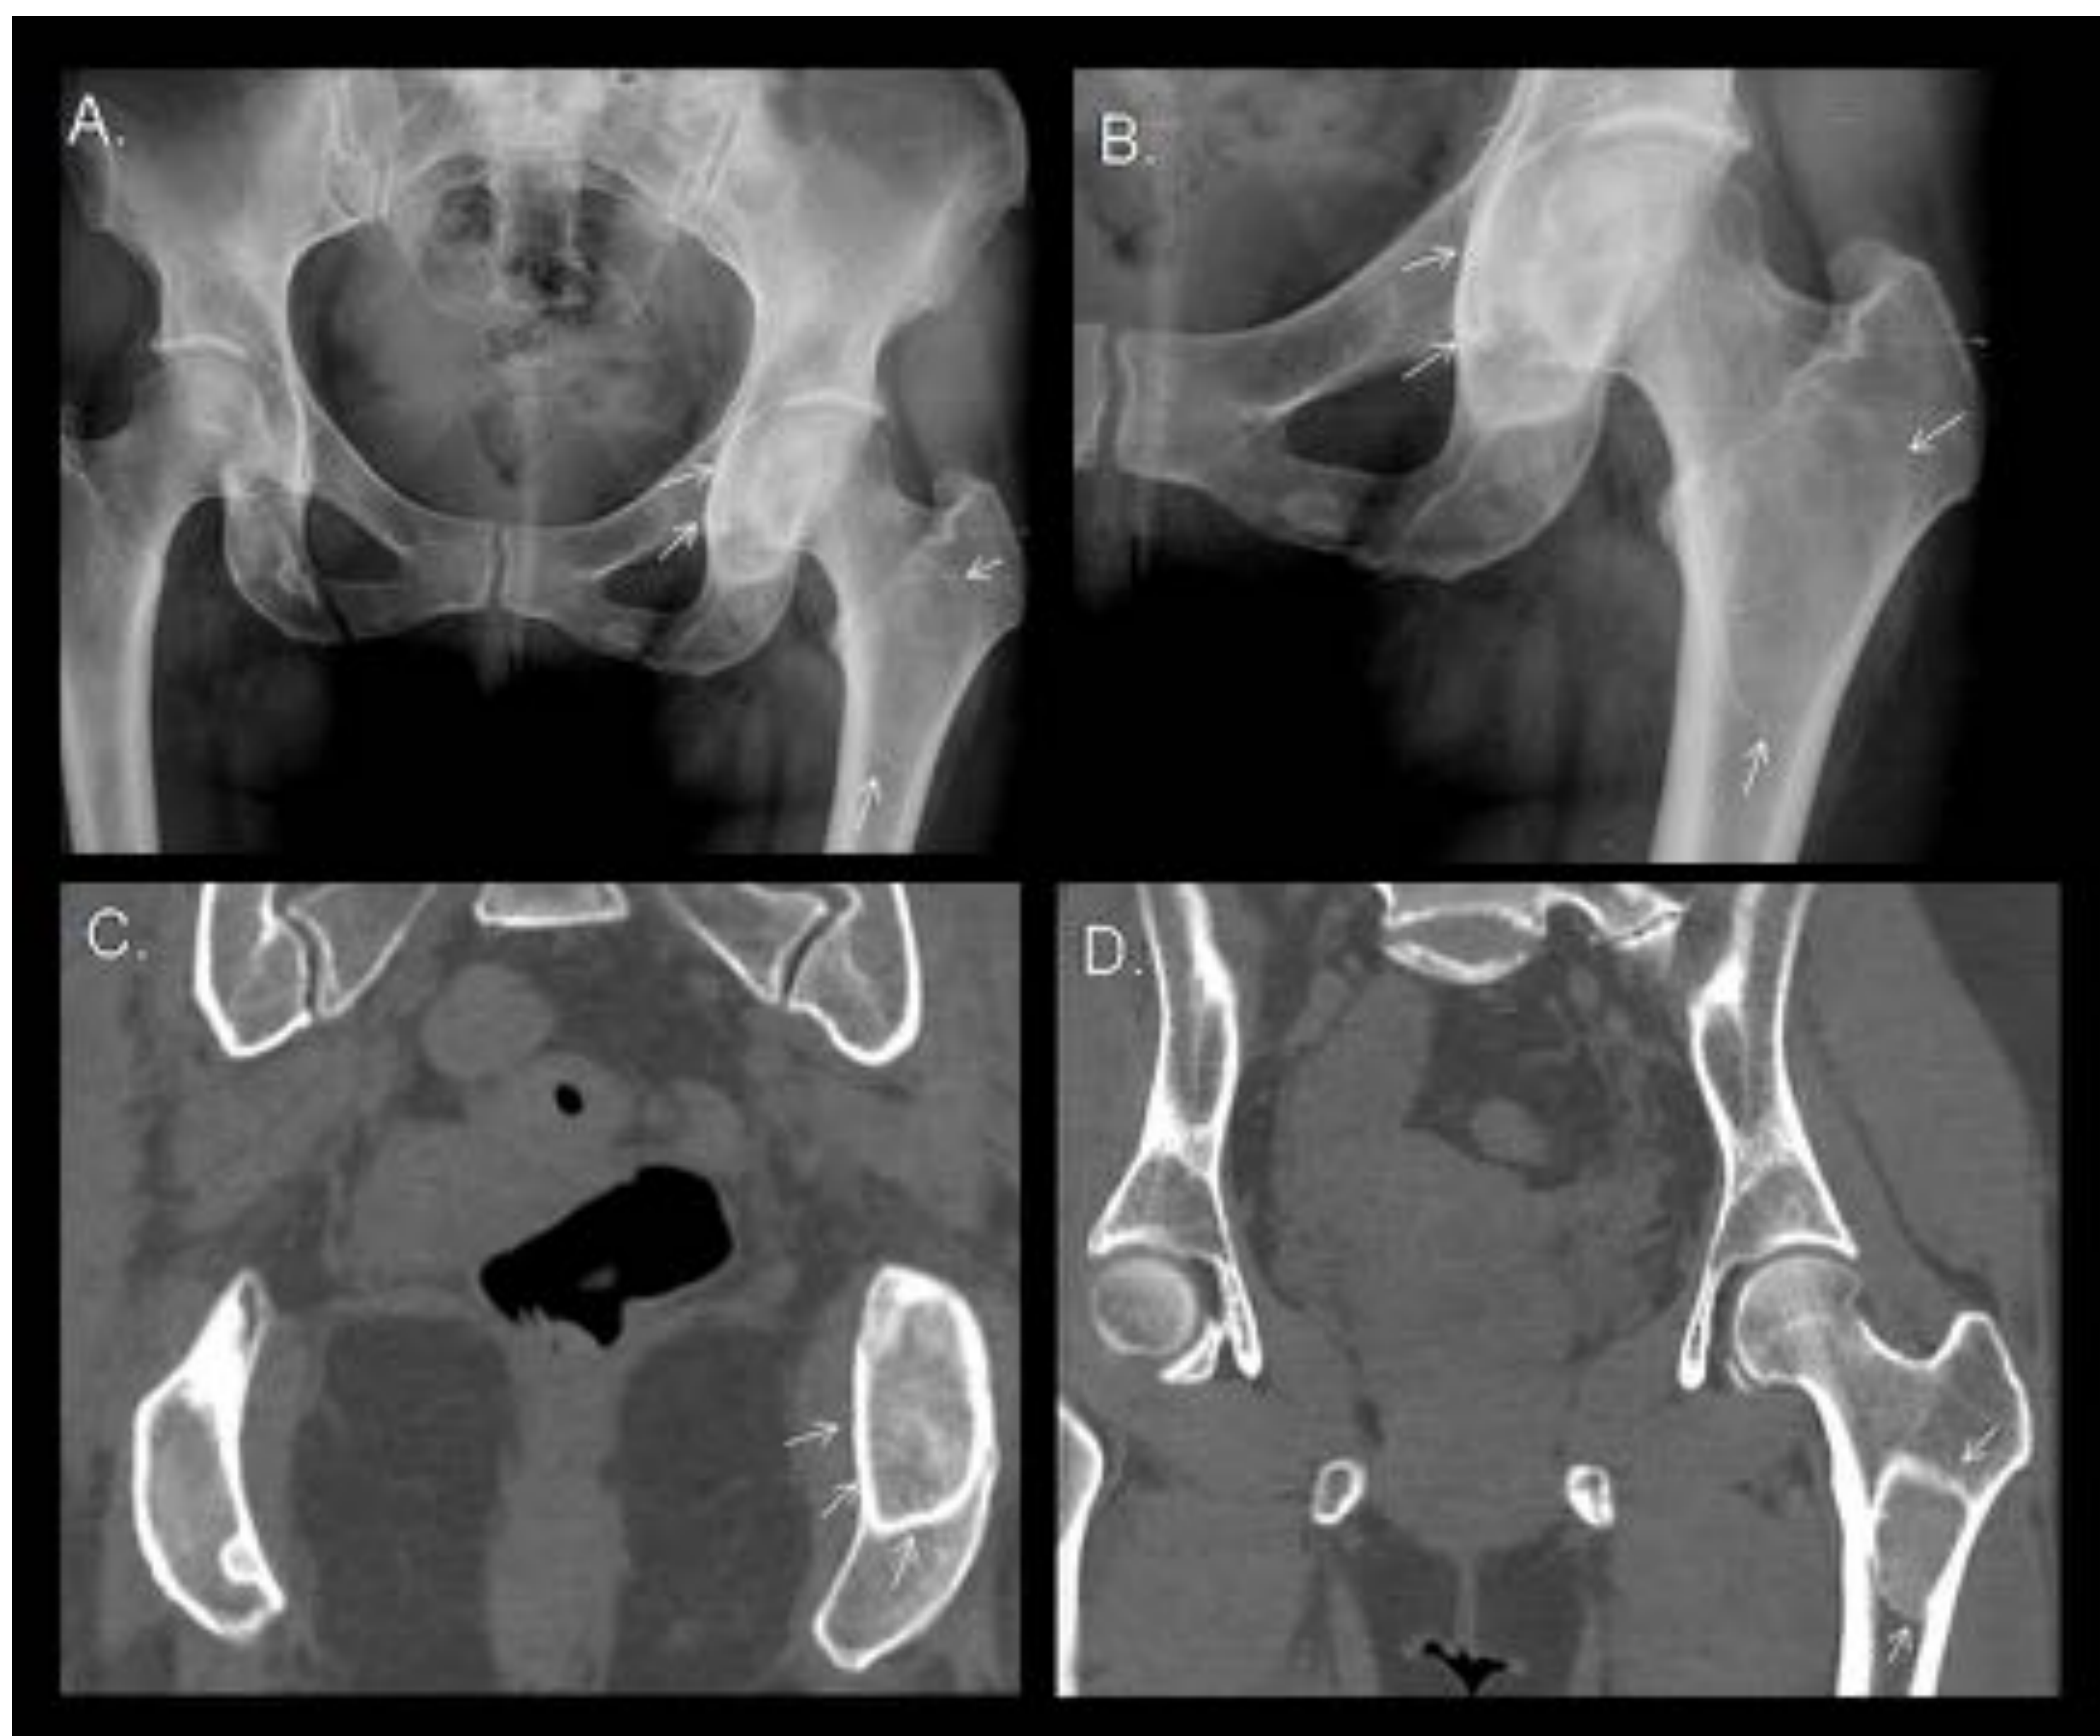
Displasia fibrosa Mujer de 38 años. Radiografía AP de pelvis y reconstrucciones coronales de TC de pelvis.
